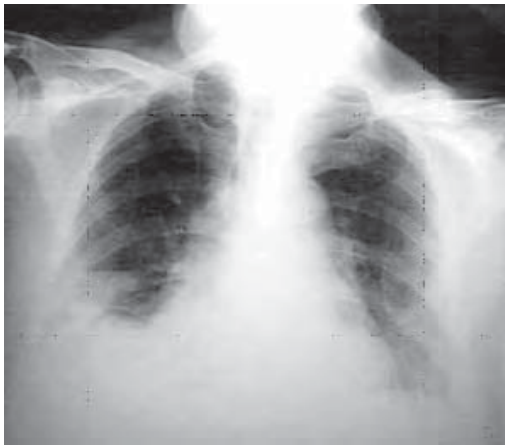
/4. Radiografía de tórax con infarto de pulmón de lóbulo inferior derecho, sobre elevación diafragmática.
